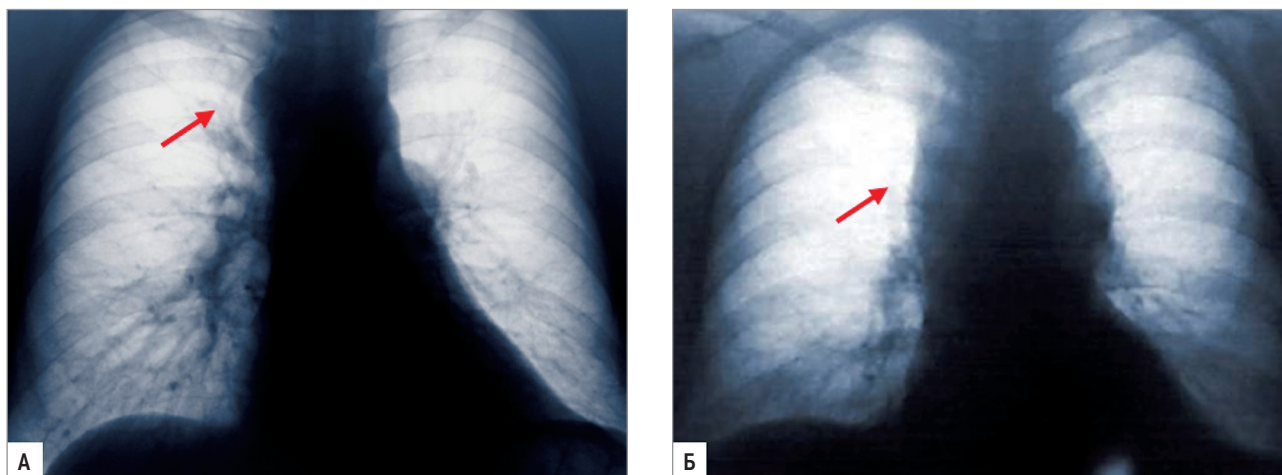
Рентгенограмма пациента с опухолью средостения: А – незначительное увеличение контура правой паратрахеальной области; Б – массивная опухоль переднего средостения
